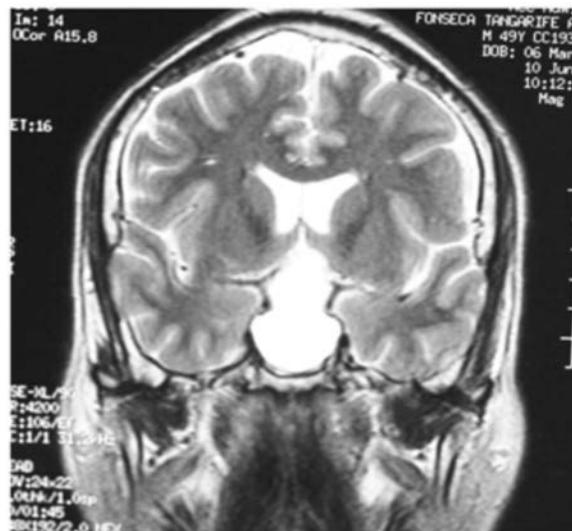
RNM pre-quirúrgica corte coronal (Secuencia T2). Imagen prequirúrgica de resonancia magnética en secuencia T2, evidencia masa hiperintensa con extensión supraselar y compromiso del quiasma óptico sugestiva de lesión quística de contenido líquido.
